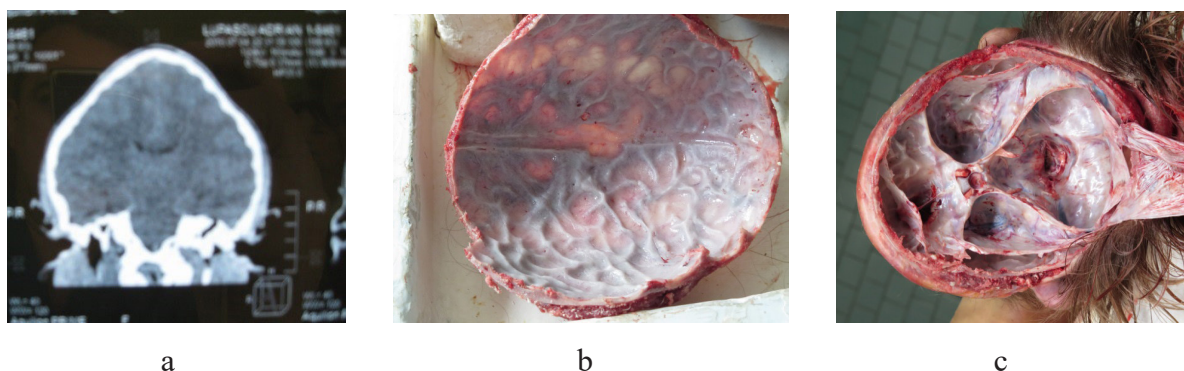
Examenul patomorfologic al copilului cu craniostenoză sagitală la vârsta de 17 ani: a – compresii digitale pe partea internă a cutiei craniene; b – deformația foselor craniene; c – TC a craniului din partea anterioară
